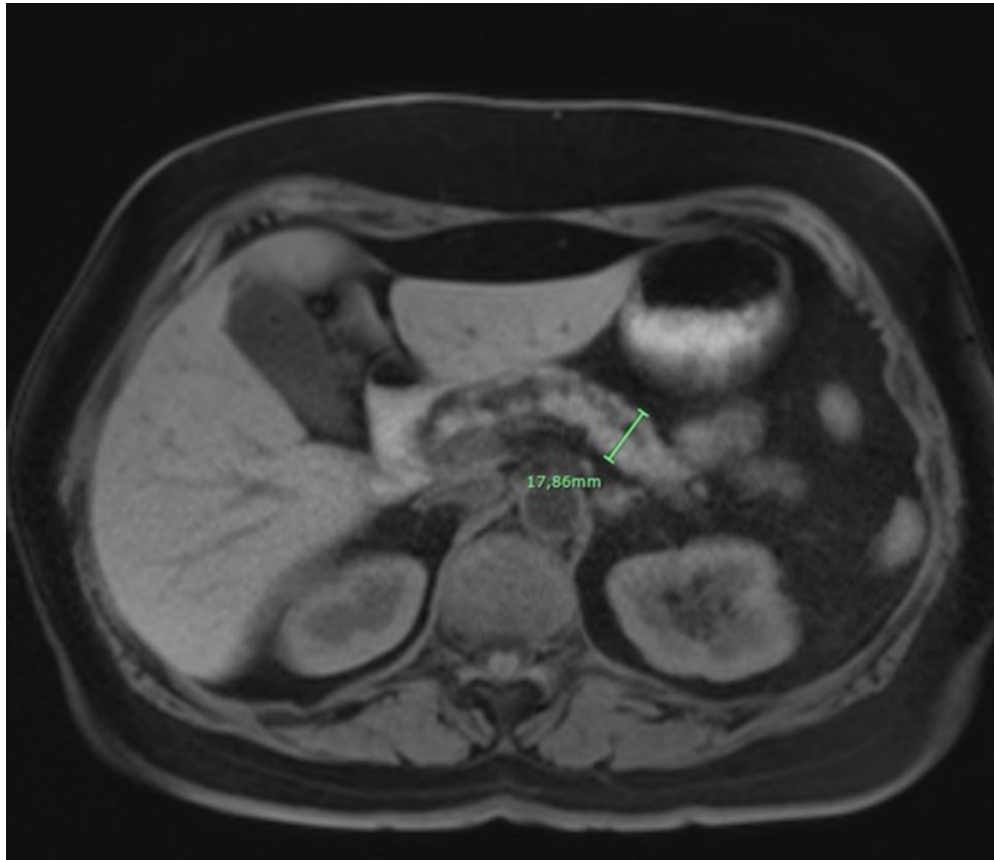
NPMI de ducto principal en RM(16)
